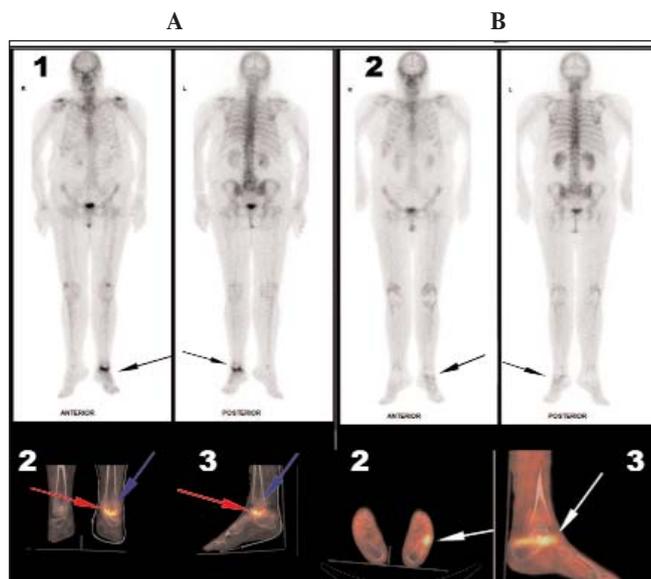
Three-phase HDP-99m bone scintigraphy. (A) One month after the onset of atraumatic pain in the left ankle, possibly corresponding to stage II/III of avascular necrosis. (1) Whole body scintigraphy showing increased bone turnover of the left ankle (black arrows). (2) Coronal and (3) sagittal SPECT/CT reconstructions of the feet in the same patient showing a hot spot (red arrows) in the base of the talus, and a relatively colder zone (blue arrows) in the cranial pole of the talus. (B) 18 months after the onset of atraumatic pain in the left ankle, possibly corresponding to a late phase of avascular necrosis. (1) Whole body scintigraphy no longer showing increased bone turnover of the left ankle (black arrows). (2) Transverse and (3) sagittal SPECT/CT reconstructions of the feet in the same patient showing active calcaneocuboid (2) and subtalar (3) arthropathy (white arrows), characterized by degenerative changes of the joints involved in the disease process
